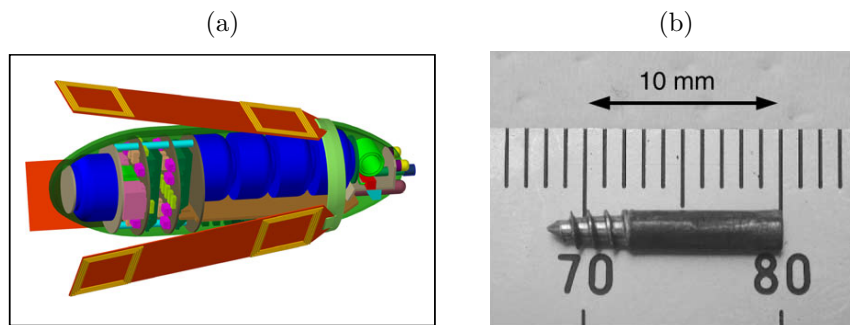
Zwei Beispiele schwimmender Kapselendoskope: (a) Kapsel mit vier spulenesetzten Schwänzen zum Schwimmen mit MRT-Magnetfeldern [87], (b) Spiralkapsel aus 2001 zum Schwimmen und Durchbohren von Gewebe [61]
